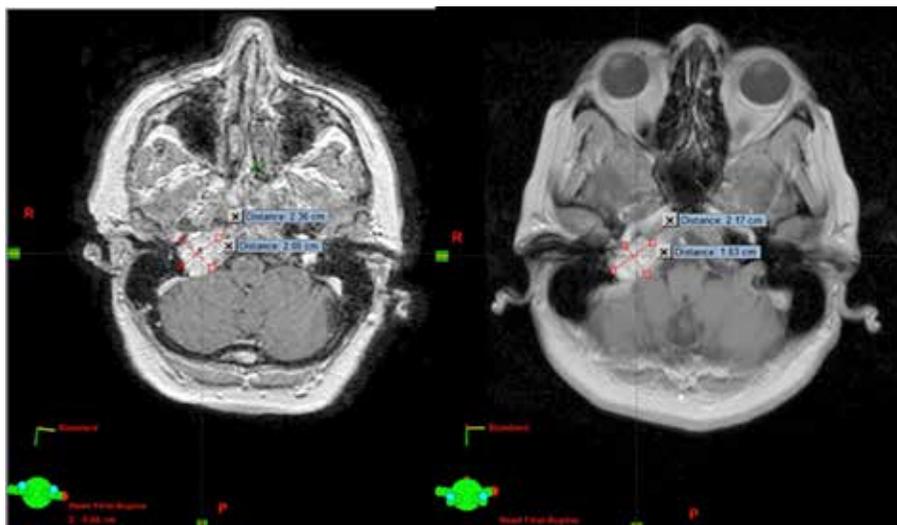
Paciente con paraganglioma carotídeo presentado en la Figura 2. A tomografía de planificación de tratamiento con protocolo de RT junio 2015. B tomografía control postratamiento enero 2016 donde se observa discreta reducción de la lesión. Paciente asintomático.
